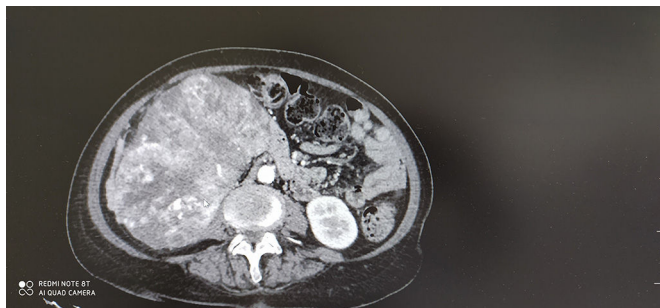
TAC urológico: imagen de aspecto neformativo de 15x12x15 cm, con infiltración de todo el parénquima renal.
